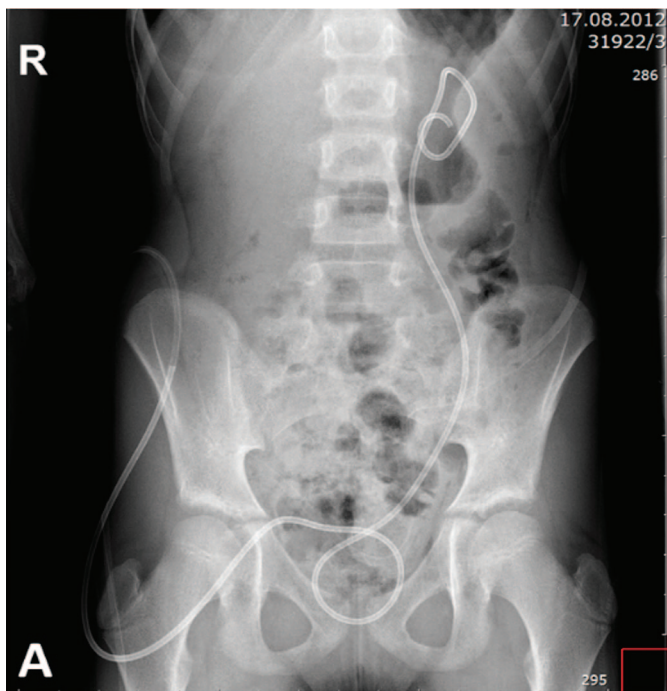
Клиническое наблюдение. Девочка А 10 л. – Контрольная рентгенограмма после операции. Б – внешний вид выпадения мочеточникового дренажа через уретру
